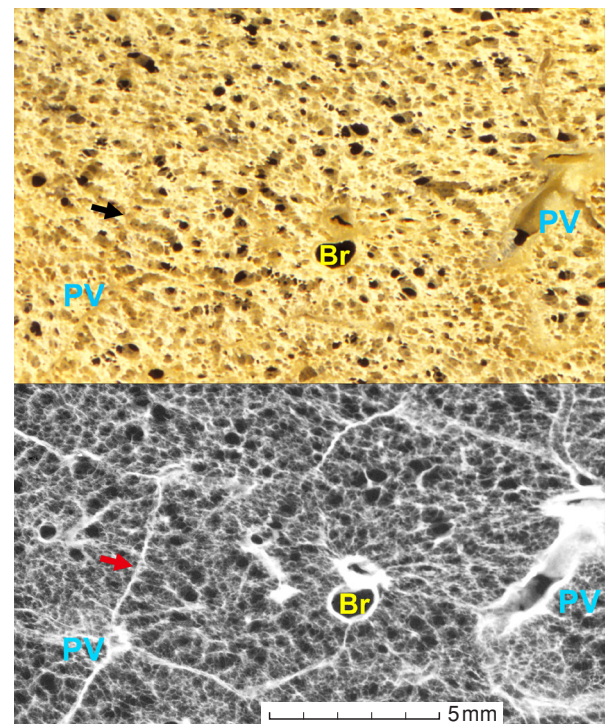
肺泡道の散開像。肺泡道が長軸方向で観察されると、それが小葉辺縁に向かって扇状に走行するのが見られ(上図の矢印)、小葉の境界の位置が推定される。さらにその先に、小葉間隔壁が見えれば、小葉境界の位置が確定される(下図のX線像、矢印)。
